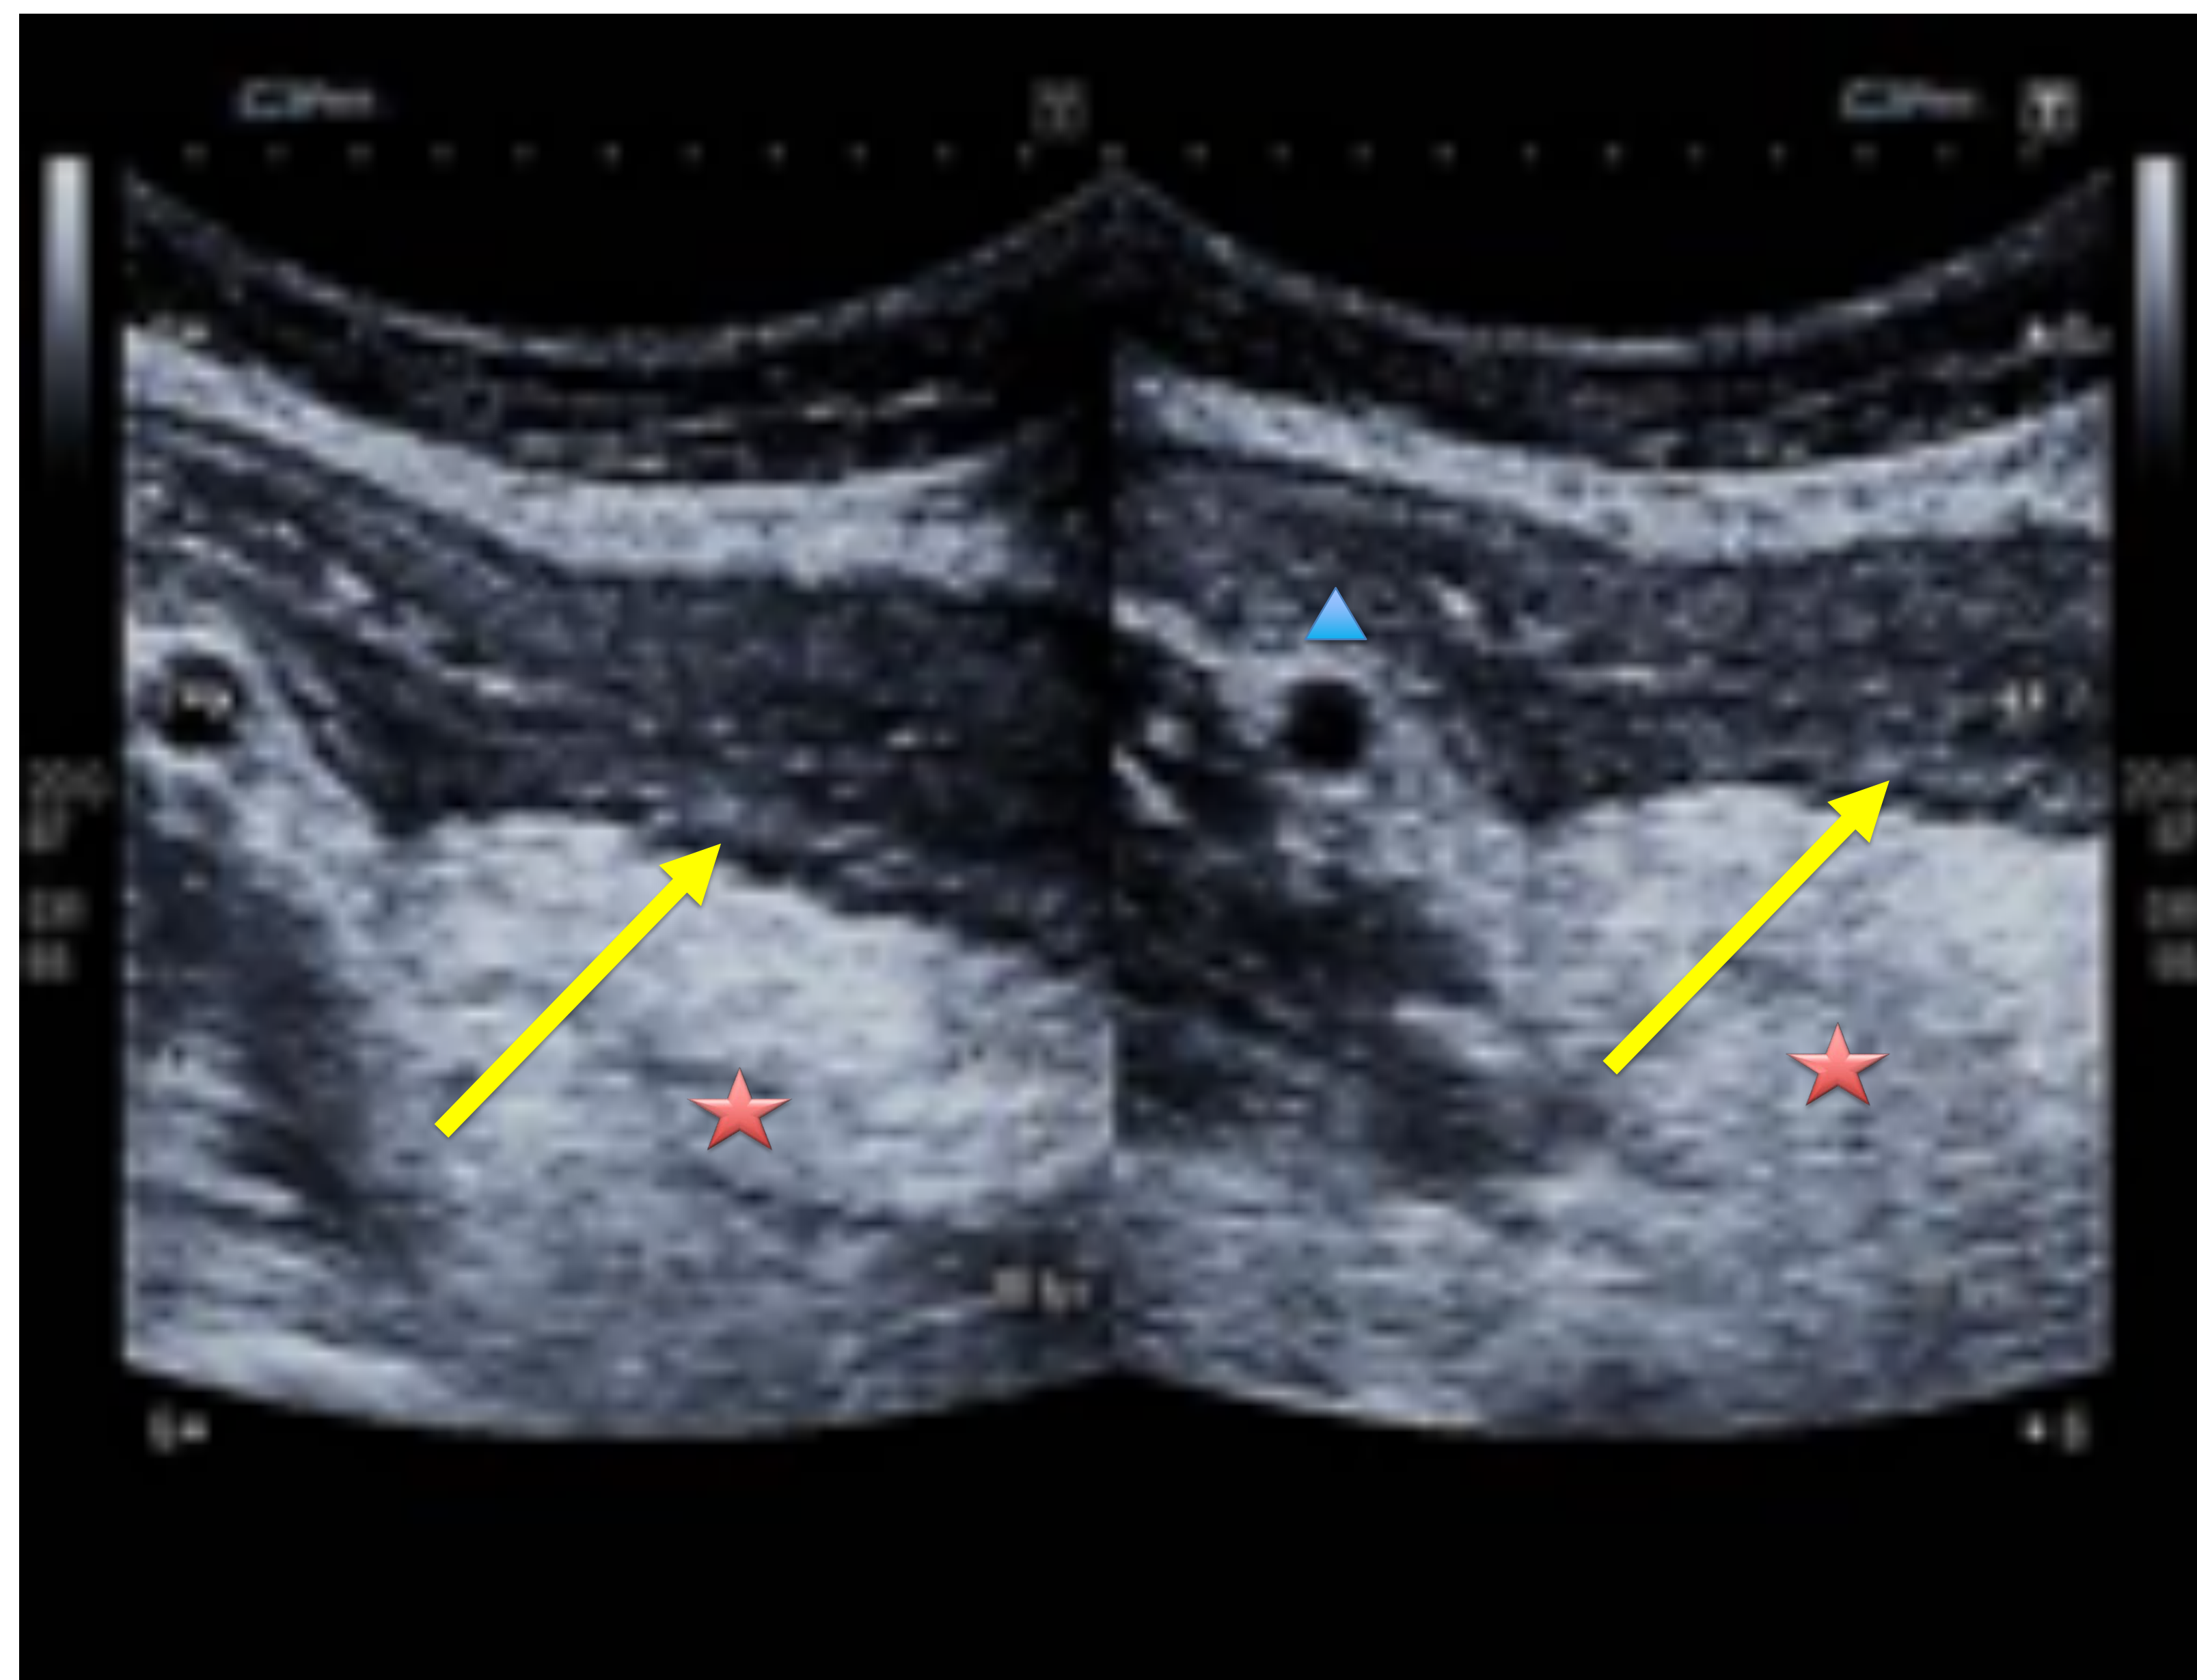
Ecografía en modo B.
